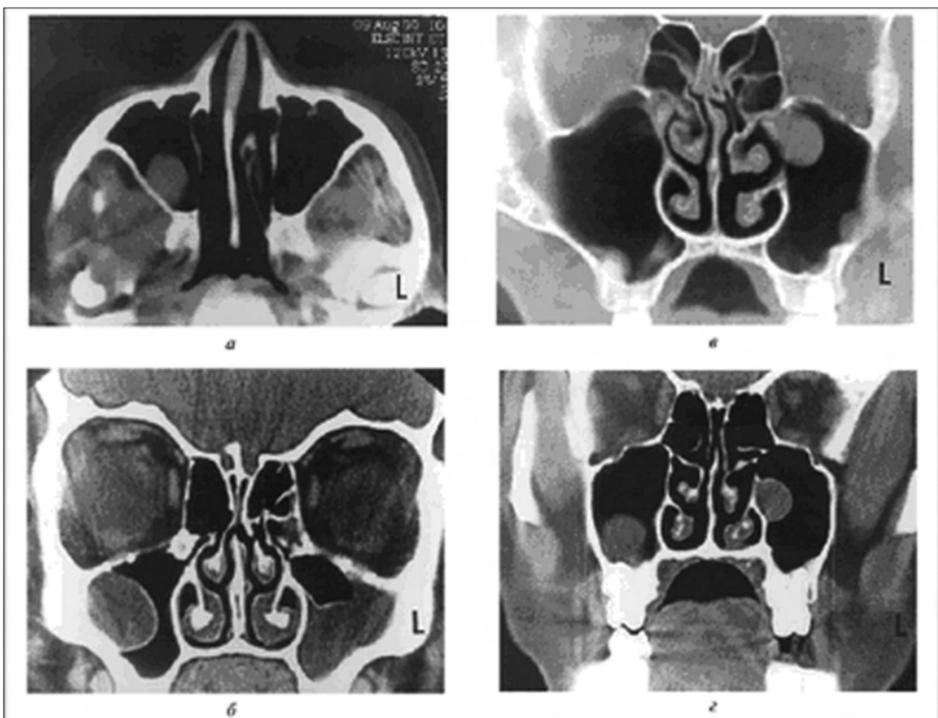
Компьютерная томограмма
